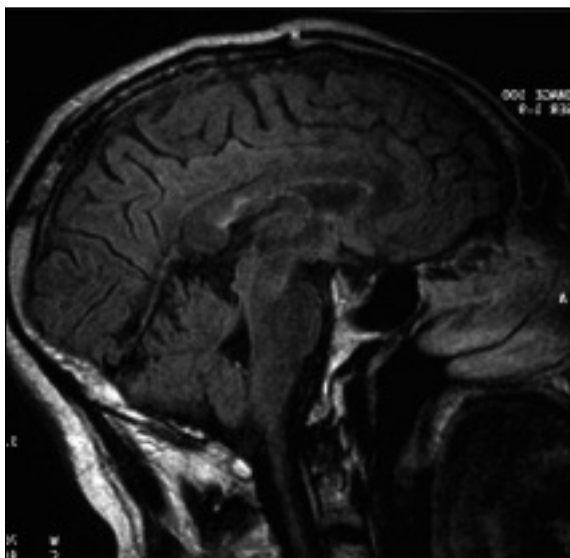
RMN-CE: Cinco pequenas lesões na substância branca
